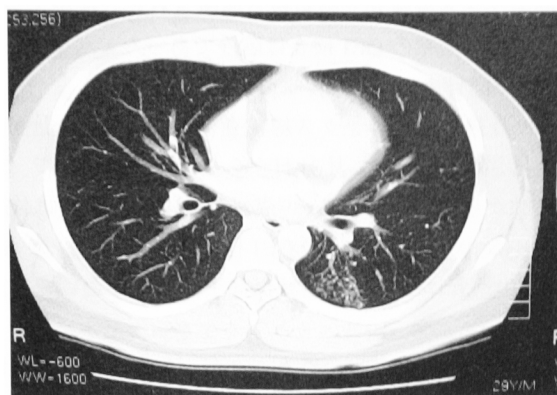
Chest CT scan of Case 3
